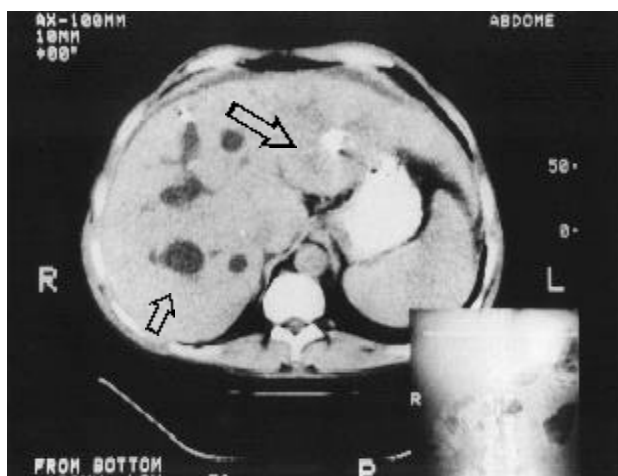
Tomografia computadorizada abdominal mostrando as dilatações císticas (seta menor) e litíase (seta maior) biliares intra-hepáticas e esplenomegalia.
